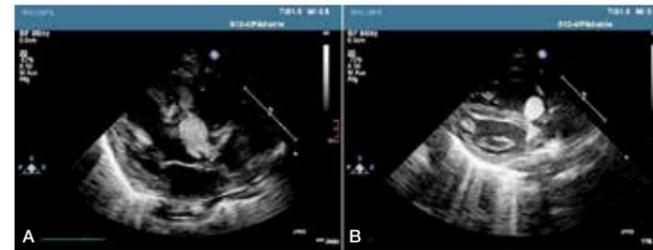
Zwei Patienten mit Tuberöser Sklerose und Rhabdomyomen, lange Achse in der Echokardiographie. Multiple Raumforderungen unterschiedlicher Größe, eine im linksventrikulären Ausflusstrakt vor der Aortenklappe (A) und eine im rechtsventrikulären Ausflusstrakt vor der Pulmonalklappe (B).
